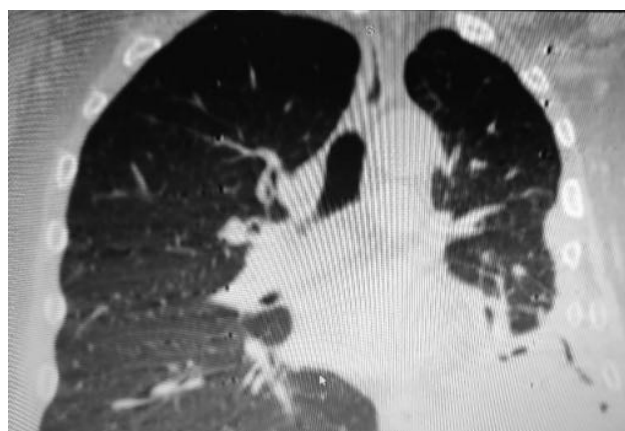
КТ ОГК хворого Р. – формування залишкової плевральної порожнини в післяопераційному періоді
